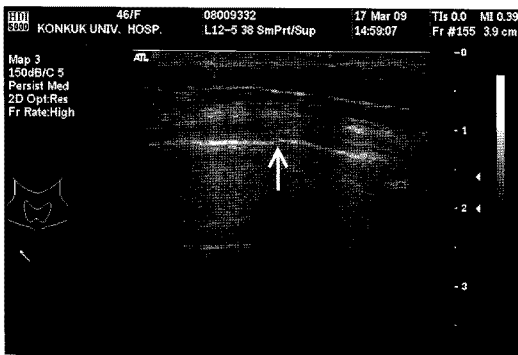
Chest wall sonogram of 46-year-old woman with driver TA showing fracture of right 4th costal cartilage. White arrow indicates fracture site.
